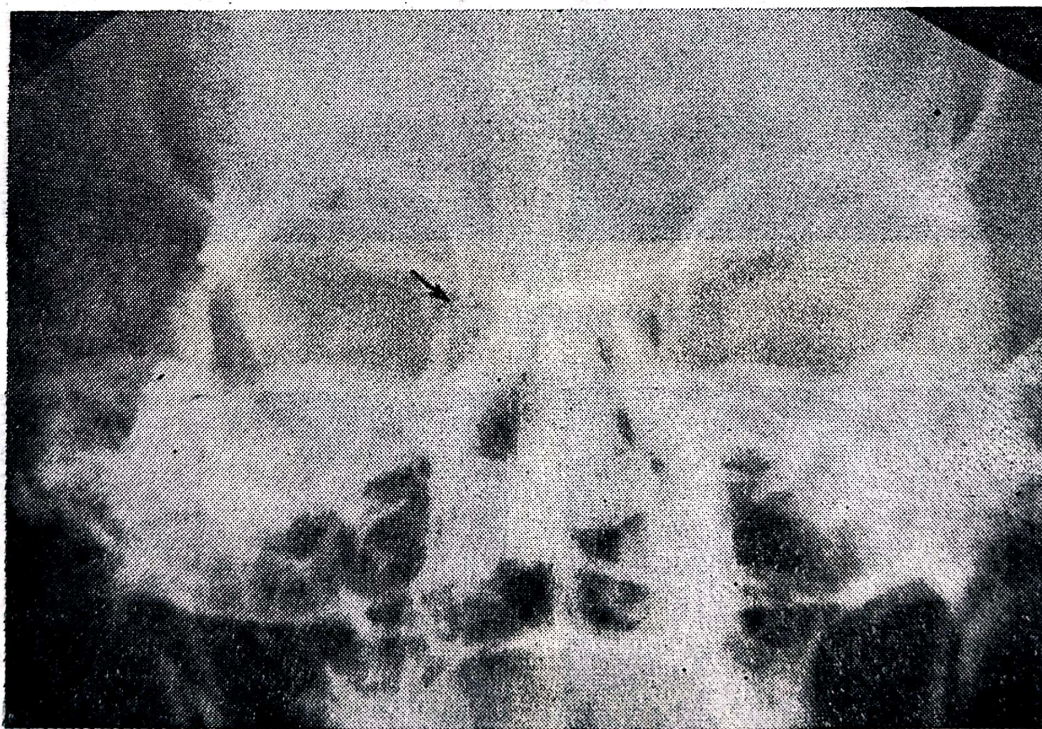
Radiografia orbitelor: se vede o fractură a orbitei paramediane.
